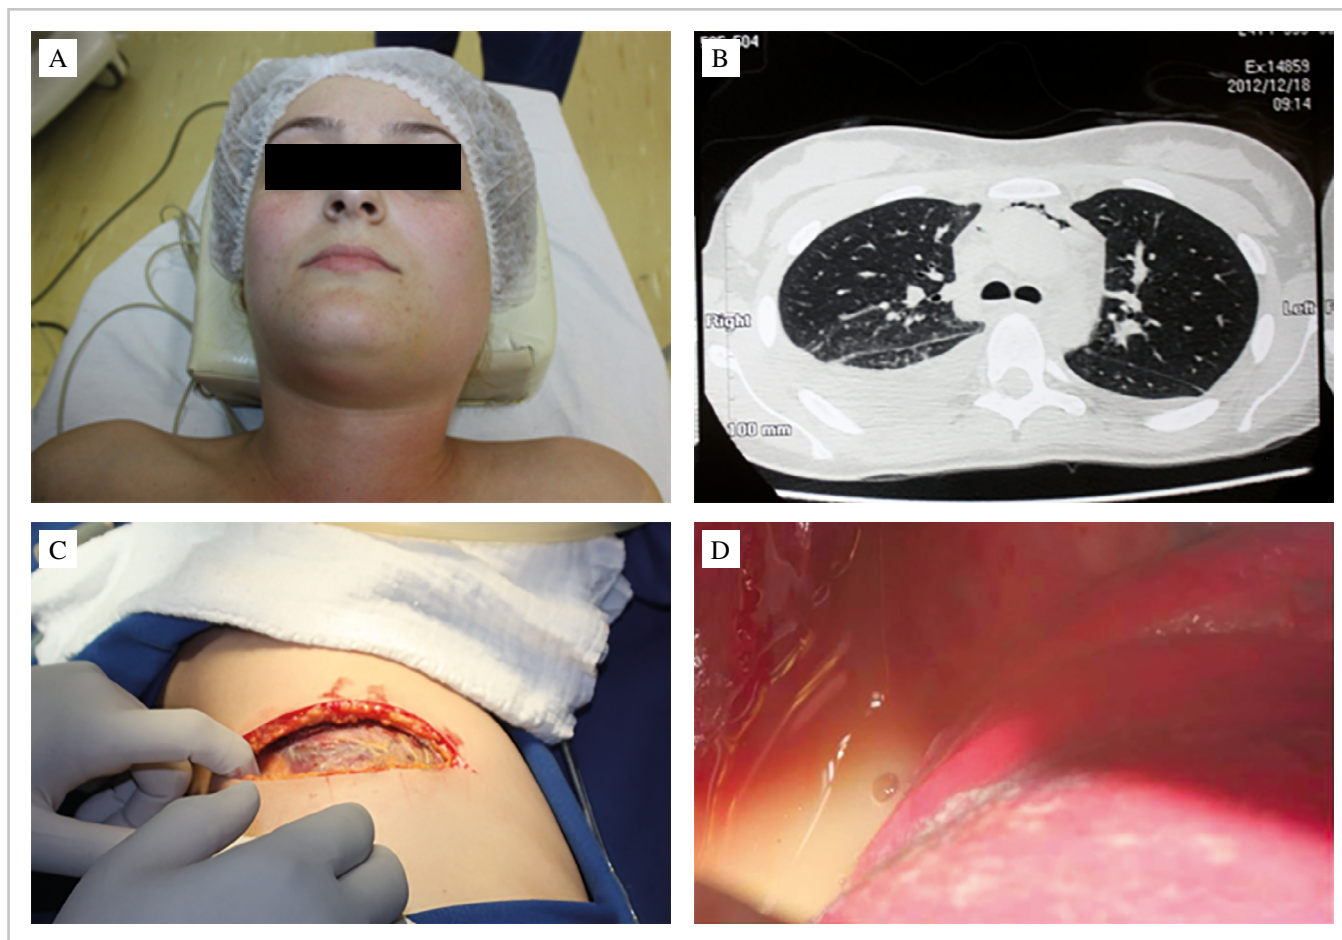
(A) Aspecto clínico inicial; (B) tomografia computadorizada evidenciando infiltrado gasoso até o mediastino; (C) toracotomia; (D) vista direta do pulmão — nota-se a presença de secreção purulenta e colônias bacterianas.
